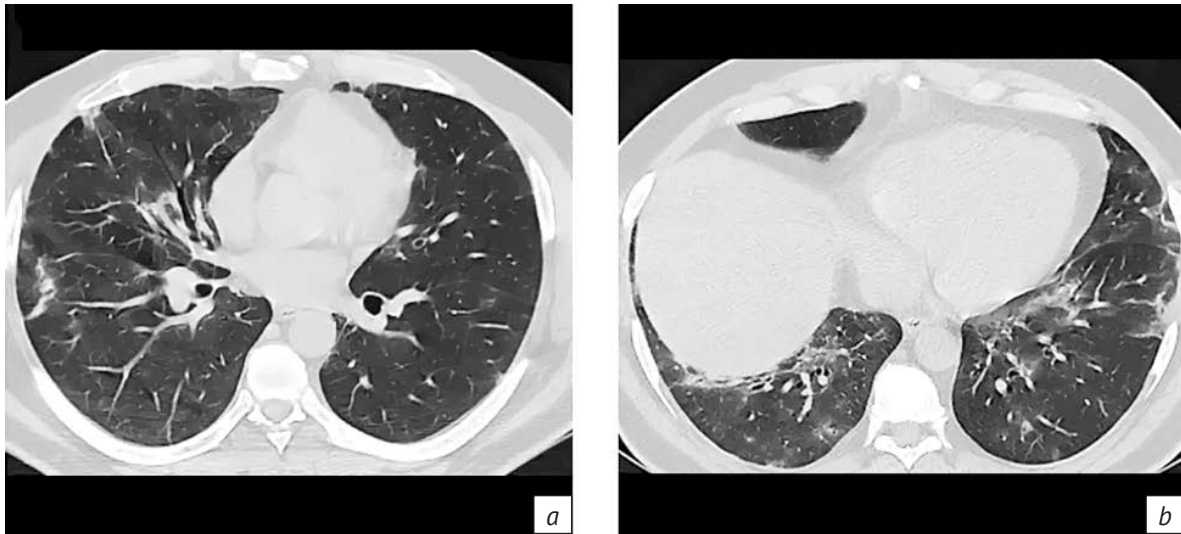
КТ ОГК пациента через 1 мес после проведенного лечения от 01.06.20 г. (a, b)
